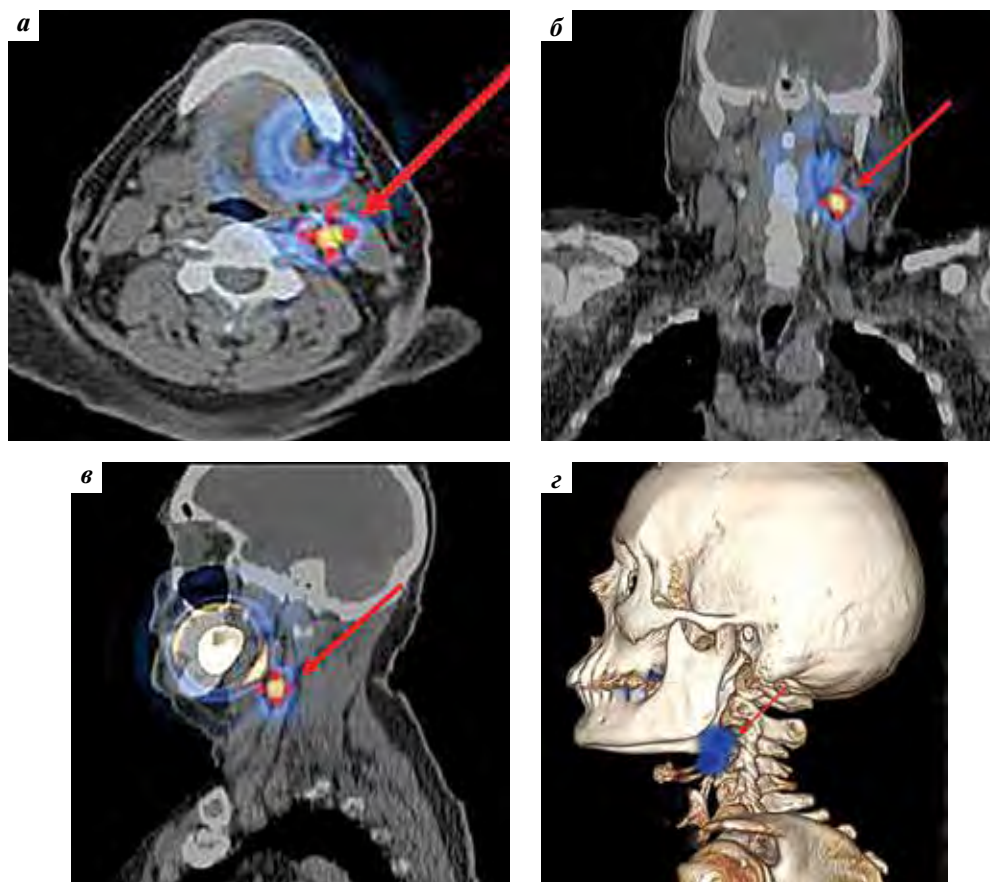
Однофотонная эмиссионная компьютерная томография, совмещенная с рентгеновской компьютерной томографией, сторожевого лимфатического узла (СЛУ) шеи (односторонний вариант лимфотока): а – накопление радиофармпрепарата (РФП) в СЛУ II уровня (помечен стрелкой), аксиальная проекция; б – накопление РФП в СЛУ II уровня (помечен стрелкой), фронтальная проекция; в – накопление РФП в СЛУ II уровня (помечен стрелкой), сагиттальная проекция; г – накопление РФП в СЛУ II уровня (помечен стрелкой), 3D-реконструкция
